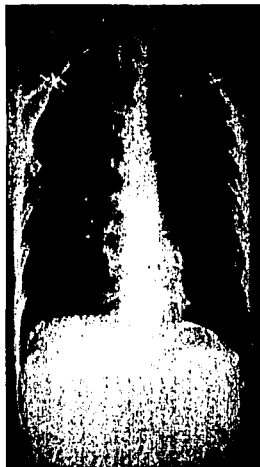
Radiografía de tórax con infiltrado reticulonodular bilateral.
